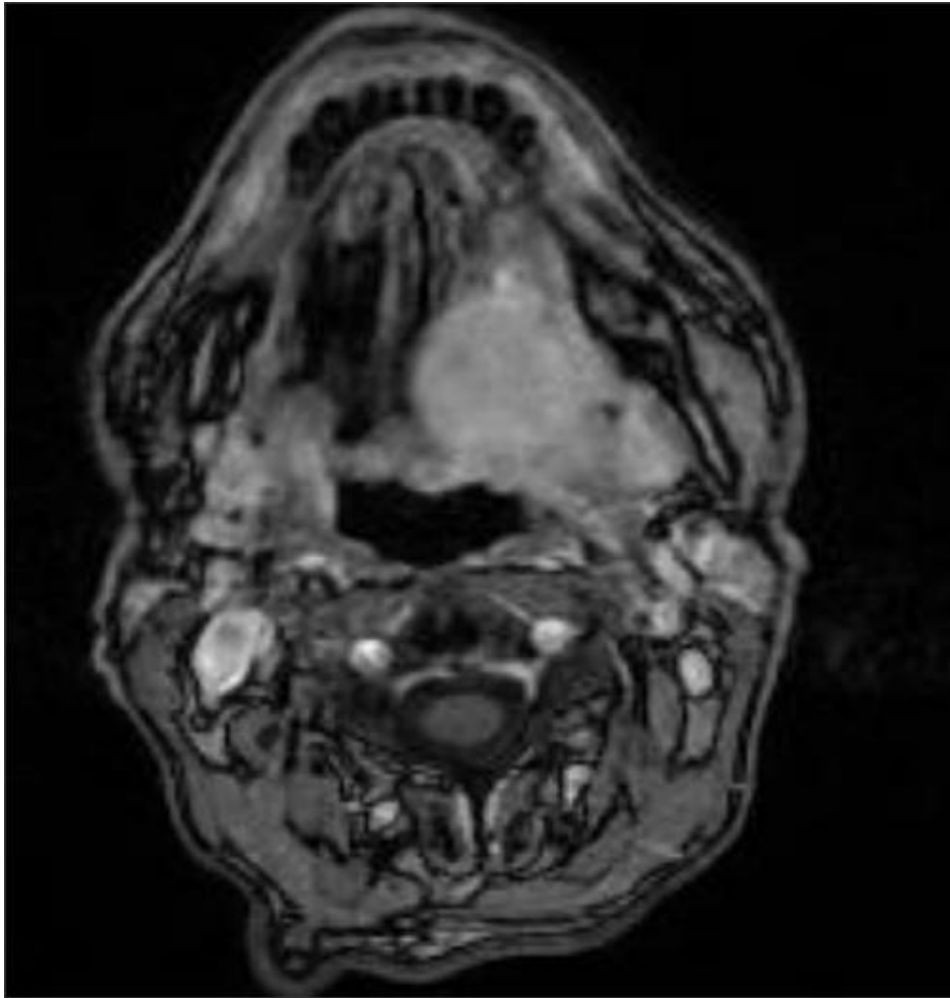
IRM en coupe axiale, séquence T1 avec injection de gadolinium : Cancer de la langue envahissant le plancher buccal, l'amygdale homolatérale et arrivant au contact intime de la mandibule [14].
